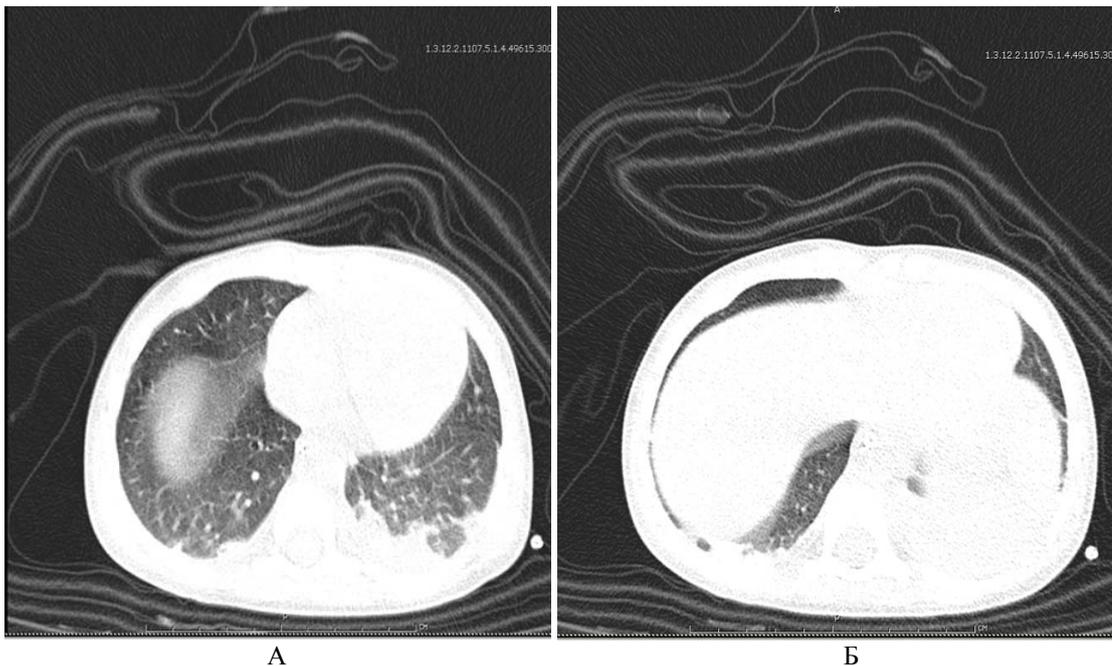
МСКТ органов грудной полости – А, Б (06.12.2011 г.)
